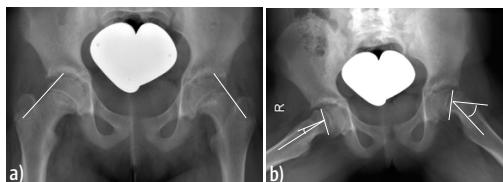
a, b Die Röntgendiagnostik der Epiphyseolysis capitis femoris erfolgt immer in 2 Ebenen: In der Beckenübersichtsaufnahme (a) ist lediglich eine stärkere Auflockerung der linken Epiphysenfuge erkennbar. Erst in der axialen Abbildung (b) ist der fortgeschrittene Abrutsch der linken Epiphysenfuge und beginnende Abrutsch der rechten Epiphysenfuge nach Dorsal erkennbar; der jeweilige Abrutschwinkel kann vermessen werden.
